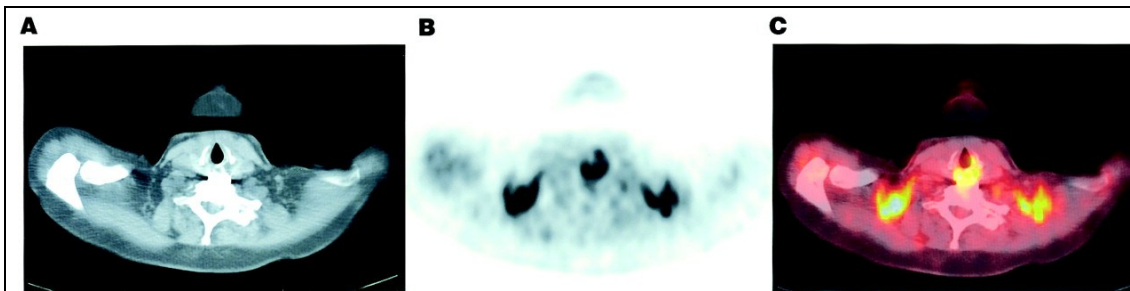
Axiales A) CT-, B) PET- und C) fusioniertes PET-/CT-Bild mit ^{18}F -FDG-Tracer bei onkologischem Patienten.
